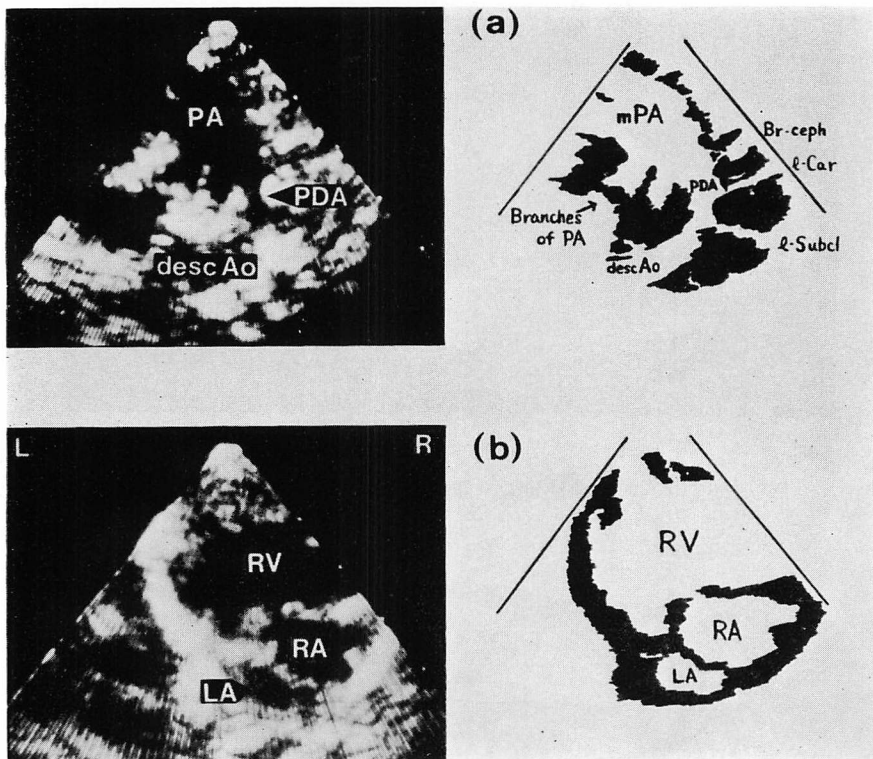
Two-dimensional echocardiograms from a neonate with hypoplastic left heart syndrome (K. K., 2 m, female).
